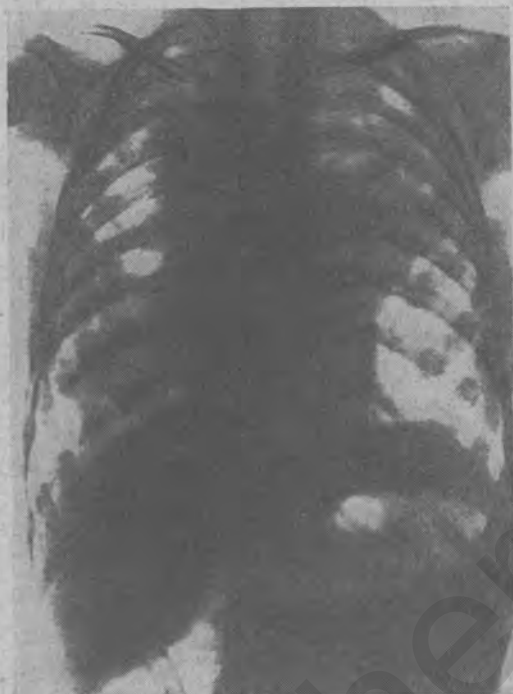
Рентгенограмма кавернозно-язвенной пневмонии с диссеминацией у ребенка 2 лет.
